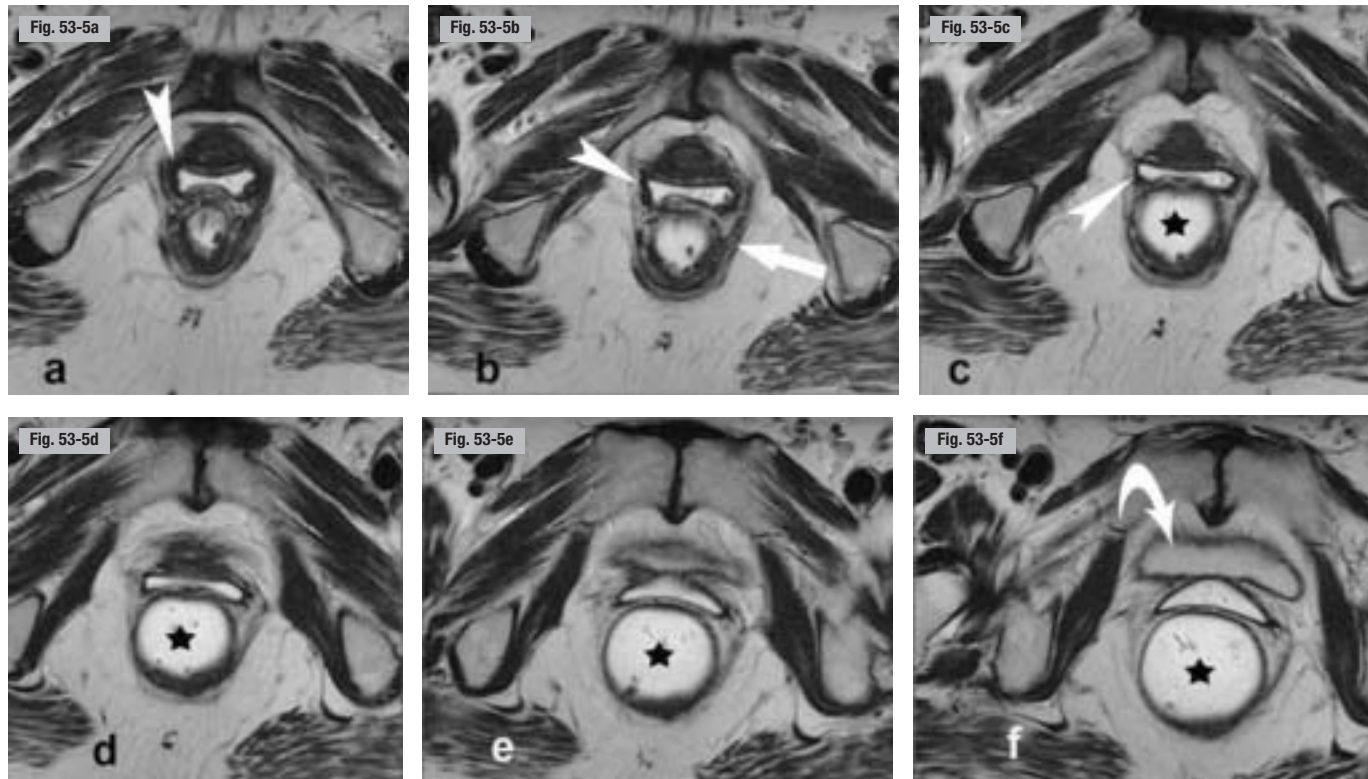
Anatomie de la femme. IRM pelvienne statique, plan axial. a-f) Coupes jointives ascendantes à partir du périnée. Rectum distendu (étoiles noires), vagin (têtes de flèche), vessie (flèche courbe), ~~partie droite du~~ muscle puborectal (flèche droite).
